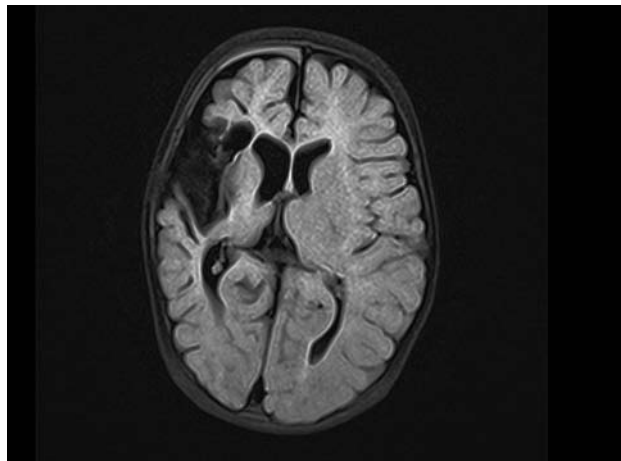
МРТ-картина головного мозга пациентки С., 9 месяцев, поперечный срез головного мозга. Последствия ОНМК по геморрагическому типу в правом полушарии. Венозная ангиома глубоких отделов правого полушария (под вопросом). По сравнению с МРТ в возрасте 3 месяцев отмечается уменьшение объема зоны постгеморрагических изменений умеренное нарастание атрофических изменений правого полушария и мозолистого тела
